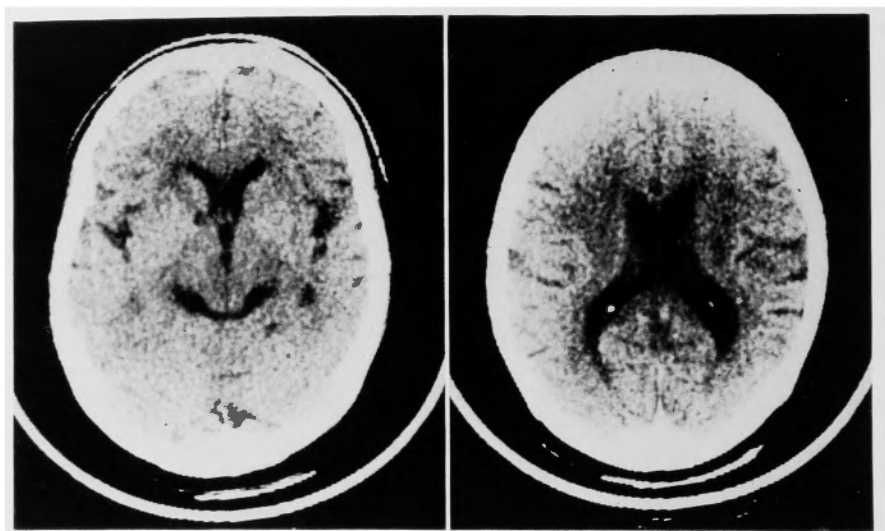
Plain CT on admission showing small multiple infarcts.
